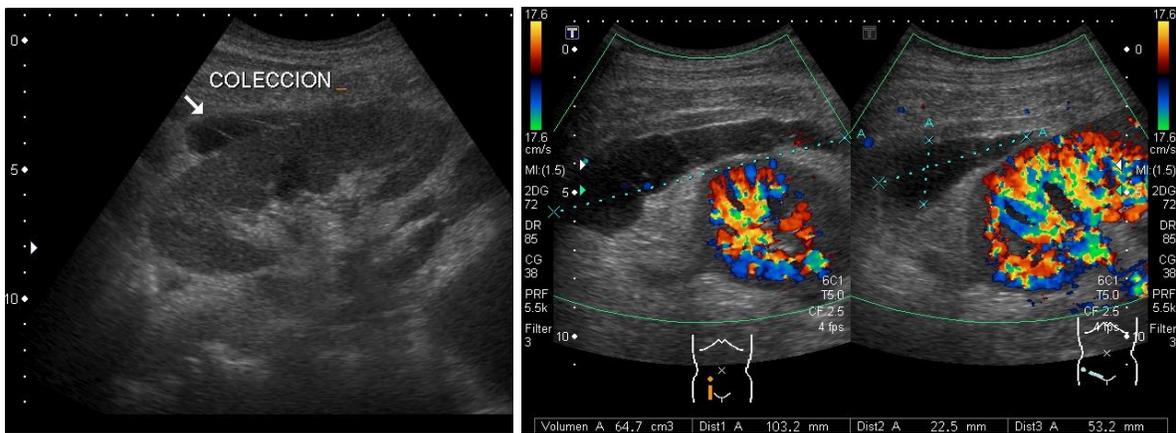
Ultrasonido en escala de grises y aplicación Doppler color, se observa adyacente al injerto colección de morfología fusiforme heterogénea de predominio hipocogénica con presencia de detritus y septos en su interior, mide 103 x 22 x 53 mm con volumen aproximado 64 cc. no se demuestra comunicación con sistemas colectores. A la aplicación Doppler color no presenta vascularidad en su interior compatible con hematoma en masculino de 67 años de edad.
